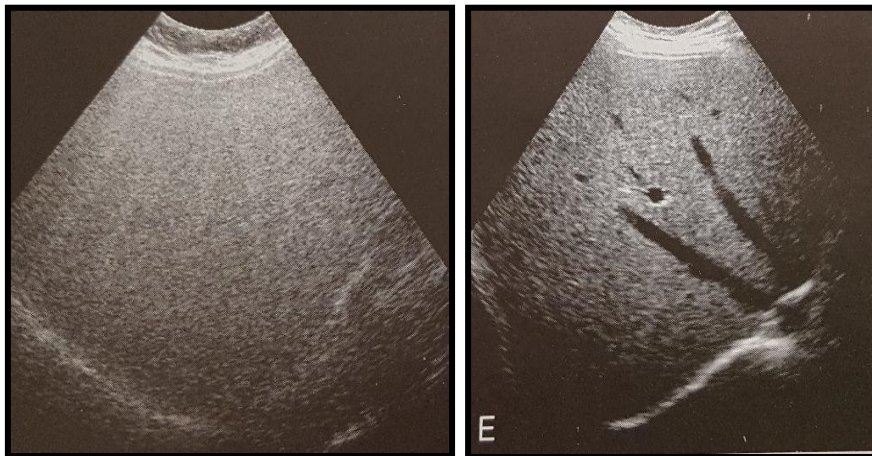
Grasa difusa, variedad de aspectos. A. B. C. Infiltración grasa leve. D. E. Infiltración grasa moderada. Tomado de: Rumack, C. M., William, C. J., Wilson, S. R., Levine, D. (2014). Diagnostico por ecografía. Madrid, España: Marbán.
